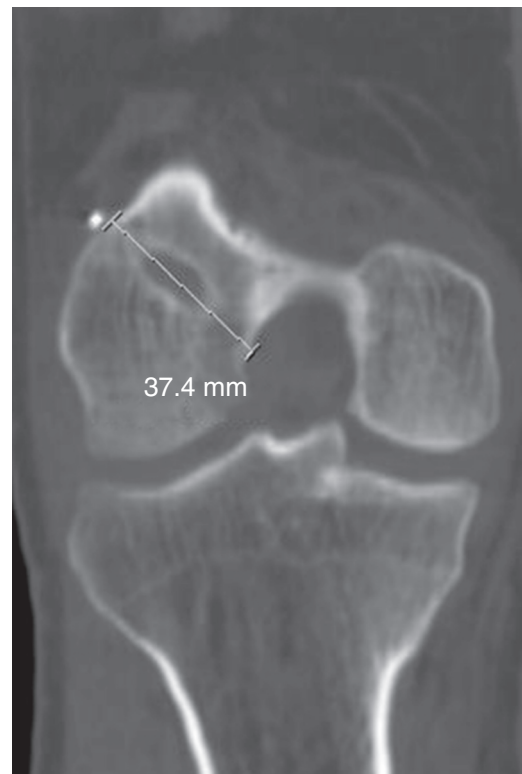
Medida do comprimento do túnel femoral na TC.
